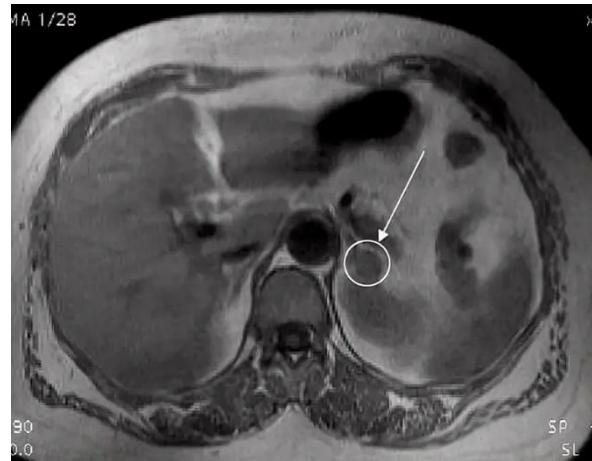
КТ брюшной полости пациента С.
